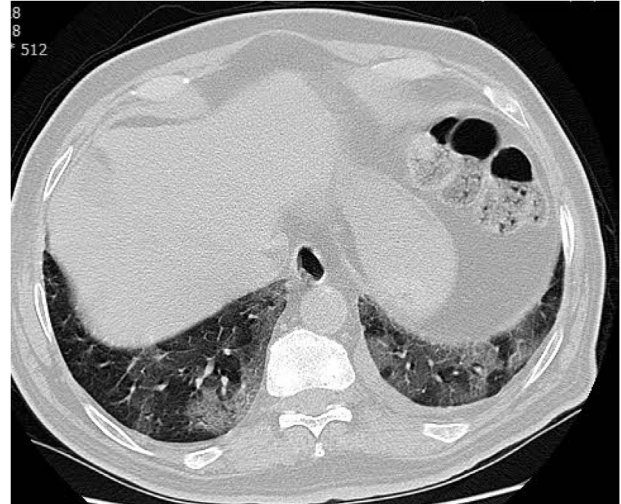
Una TC axial de tórax con ventana pulmonar sin contraste muestra una opacidad en empedrado en la base de ambos pulmones en un paciente con neumonía por COVID-19.
